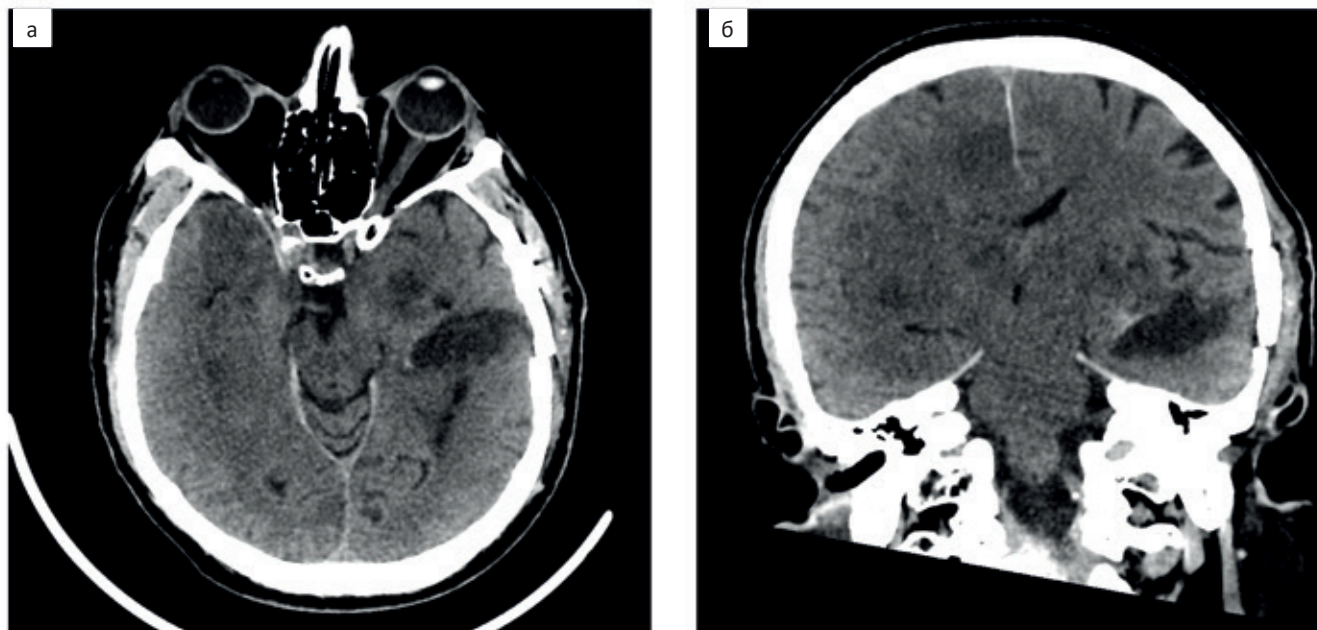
Послеоперационные КТ-изображения. В корональной (А) и аксиальной (В) проекциях. Биопсийный материал был взят из левой гиппокампально-парагиппокампальной области: в указанной области определяется пострезекционная полость, выполненная ликвором
